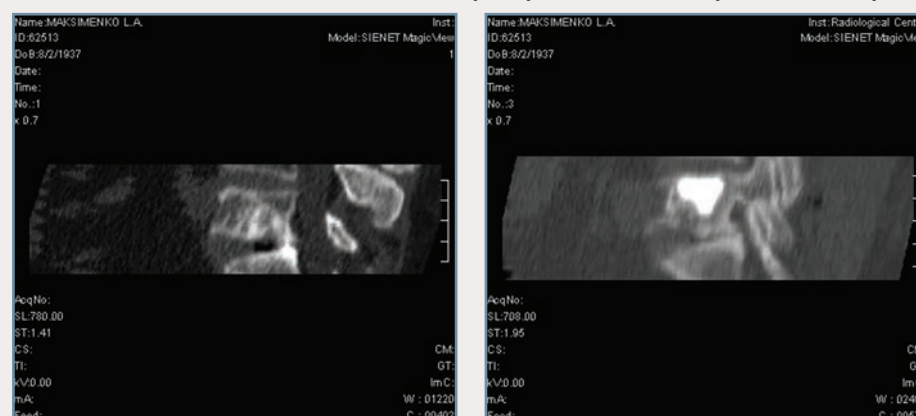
Метастаз в тело L-5 позвонка до и после пункционной вертебропластики (МРТ). Фолликулярный рак щитовидной железы Т3НОМ1. Пациент М., 67 лет
